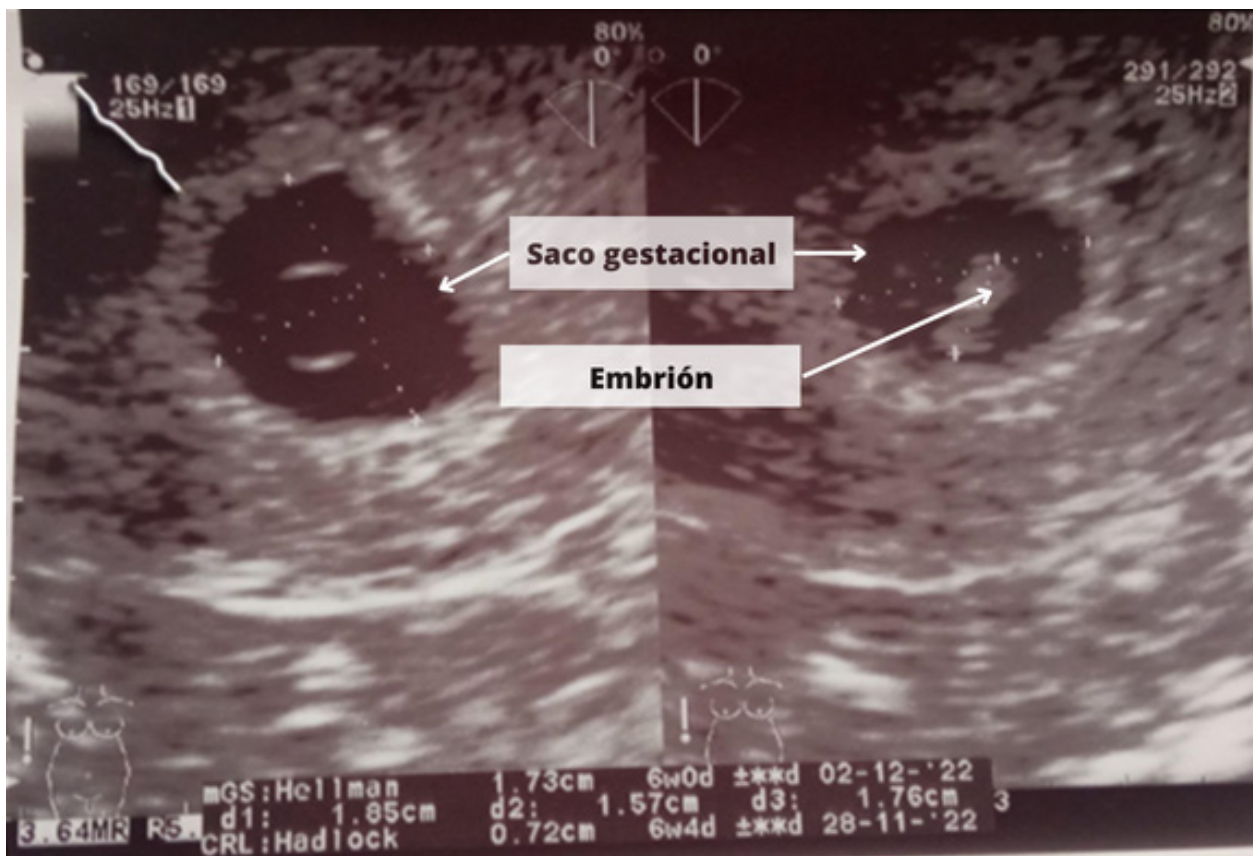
Ecografía a la sexta semana.
